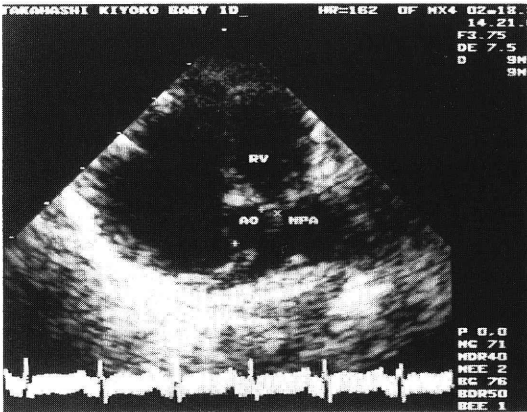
入院時胸部エコー写真. RV: 右室, AO: 大動脈, MPA: 肺動脈幹
